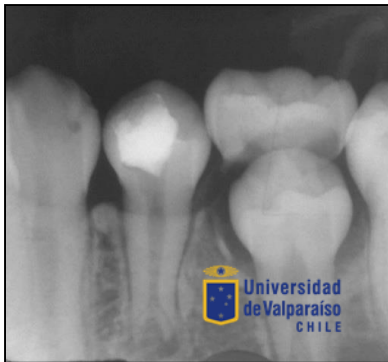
Radiografía de estudio (07/07/14) del diente trepanado y con una restauración temporal radiopaca. Presenta ápice con desarrollo incompleto, lesión radiolúcida y ensanchamiento del ligamento periodontal
